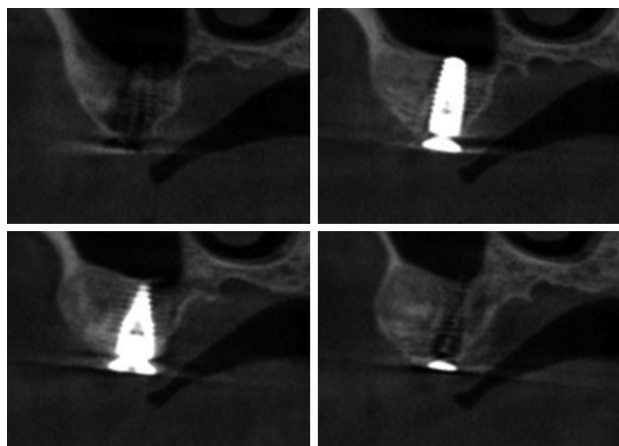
骨纤维异常增殖症(FD)患者种植体植入术后6个月锥形束CT影像 4幅小图为同一部位同一时间不同层面影像,可见种植体骨结合良好,种植体周无牙槽骨吸收,病变区域无增大。
